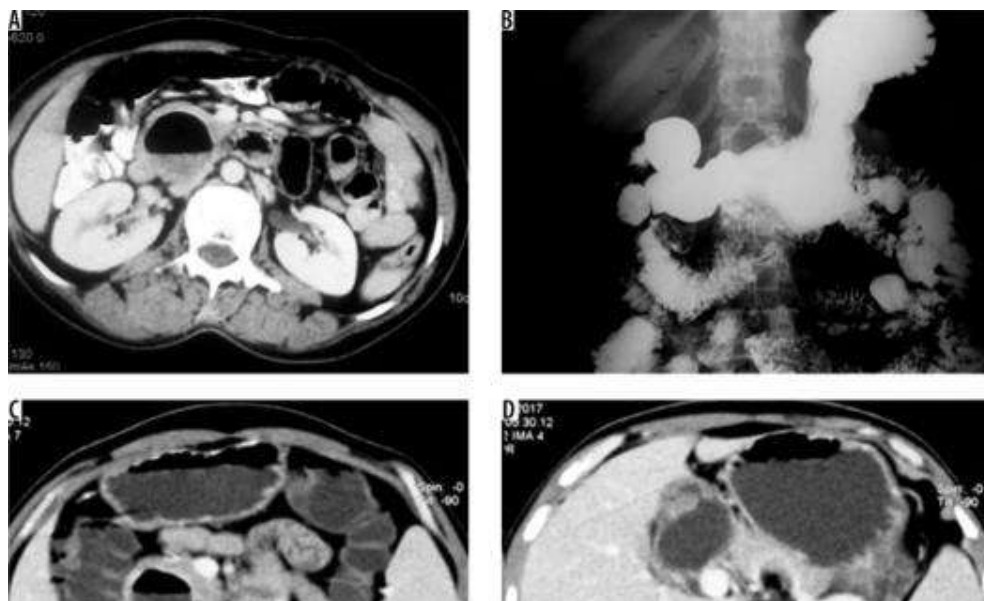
Зображення черевної порожнини на аксіальній комп'ютерній томографії з контрастним посиленням (СЕСТ) показує чітке випинання з медіальної стінки другої частини дванадцятипалої кишки, що містить рівень повітря та рідини та спричиняє медіальне зміщення головки підшлункової залози. Дослідження барію у верхніх відділах шлунково-кишкового тракту в іншого пацієнта[39], виявляє гладкі стінки, заповнені барієм, дивертикули дванадцятипалої та порожньої кишок. Аксіальні зрізи СЕСТ у верхній частині живота показують дивертикул дванадцятипалої кишки у другій частині (С), який спричиняє дилатацію центрального жовчного корінця вгорі за течією (D) через здавлення загальної жовчної протоки, що свідчить про синдром Леммеля
